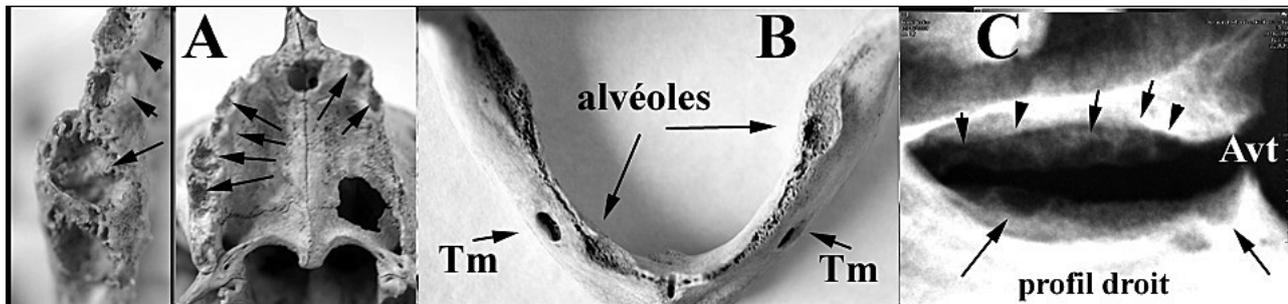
A. Bébé, arcade alvéolaire maxillaire avec les alvéoles restants. B —Bébé arcade alvéolaire mandibulaire. C — Radiographie de profil des arcades alvéolaires montrant les alvéoles peu profonds, Tm : trous mentonniers (© clichés J. Granat, CIMI).
